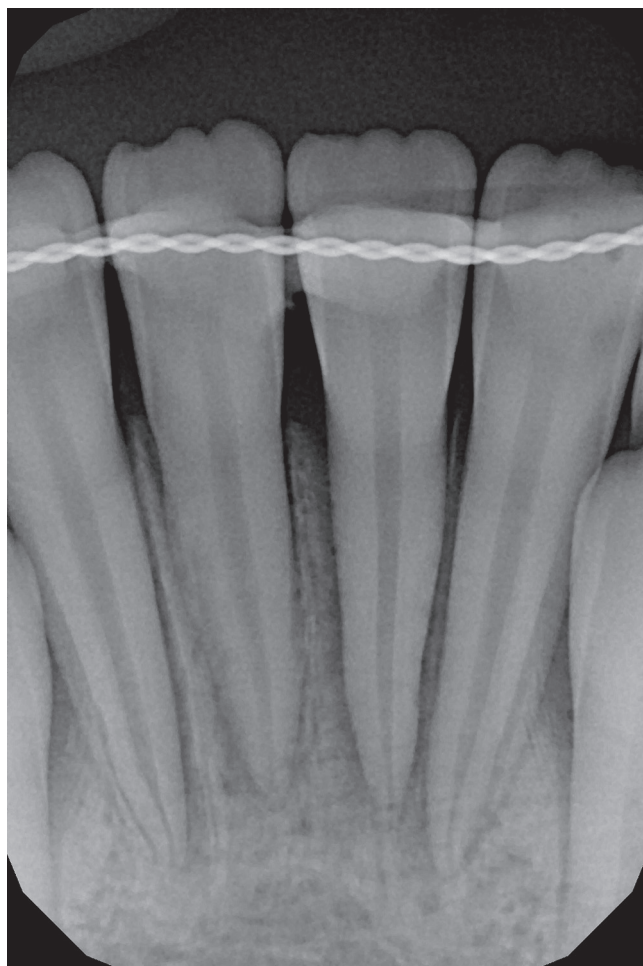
Фрагмент интраоральной рентгенограммы нижней челюсти через 3 недели.
